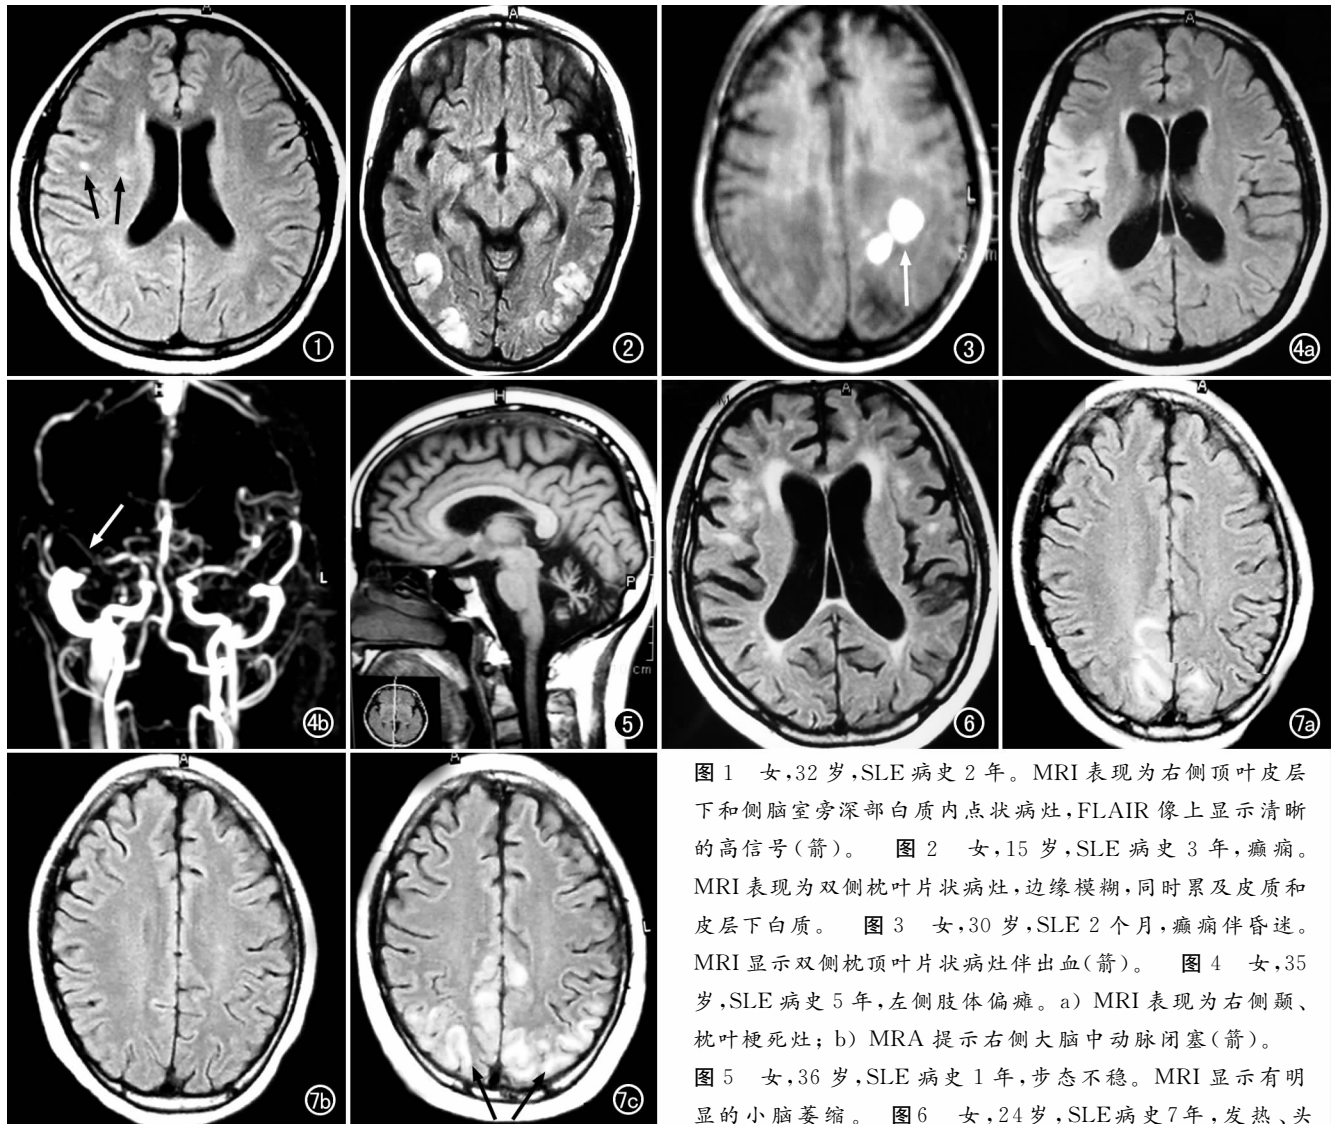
女, 32 岁, SLE 病史 2 年。MRI 表现为右侧顶叶皮层下和侧脑室旁深部白质内点状病灶, FLAIR 像上显示清晰的高信号(箭)。图 2 女, 15 岁, SLE 病史 3 年, 癫痫。MRI 表现为双侧枕叶片状病灶, 边缘模糊, 同时累及皮质和皮层下白质。图 3 女, 30 岁, SLE 2 个月, 癫痫伴昏迷。MRI 显示双侧枕顶叶片状病灶伴出血(箭)。图 4 女, 35 岁, SLE 病史 5 年, 左侧肢体偏瘫。a) MRI 表现为右侧颞、枕叶梗死灶; b) MRA 提示右侧大脑中动脉闭塞(箭)。图 5 女, 36 岁, SLE 病史 1 年, 步态不稳。MRI 显示有明显的小脑萎缩。图 6 女, 24 岁, SLE 病史 7 年, 发热、头痛。MRI 表现为额、顶皮层下及深部白质内散在分布的点状病灶伴有明显的皮层萎缩。图 7 女, 15 岁, SLE 2 年, 突发癫痫。a) MRI 显示双侧顶叶片状病变; b) 治疗后完全吸收; c) 1 个月后复发, 病变范围(箭)与前不完全一致。
